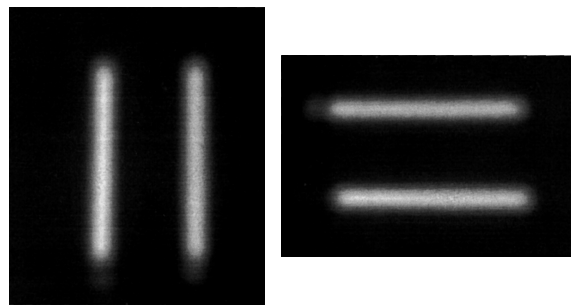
Сцинтиграммы линейных источников.
